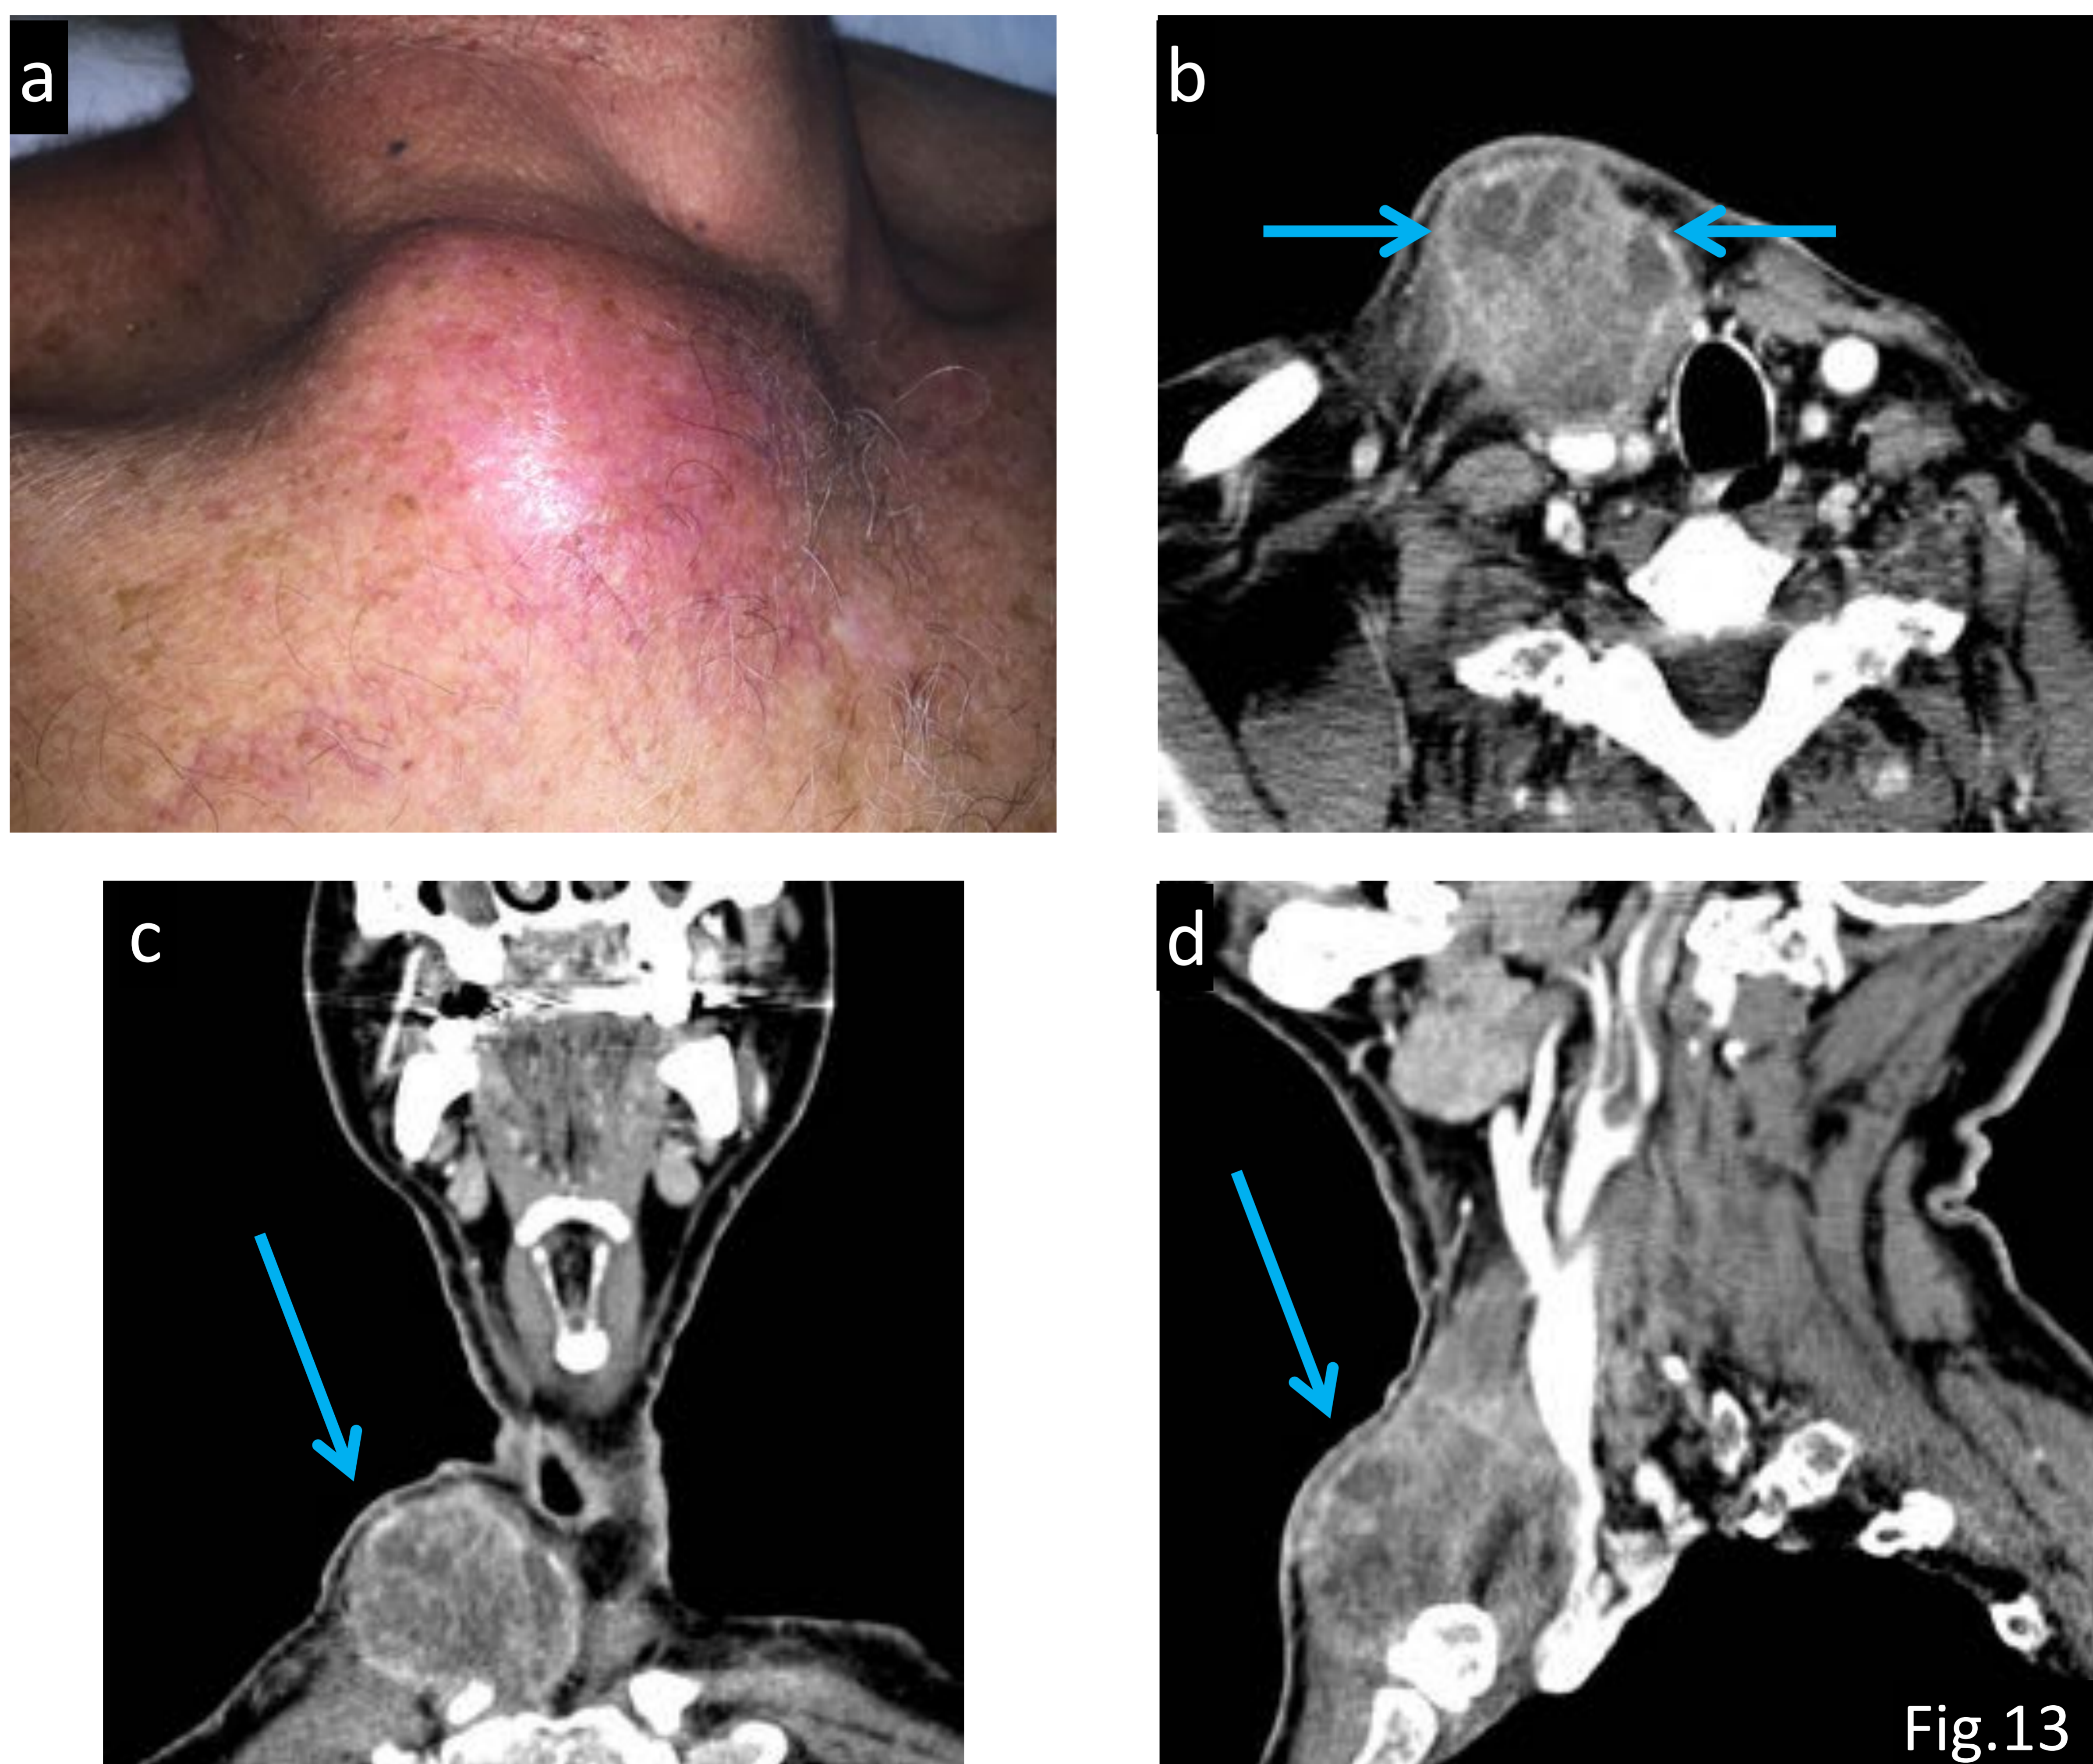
Varón de 57 años con masa supraclavicular no dolorosa que se visualiza en la imagen del paciente (a). b) TC axial con CIV, c) TC coronal con CIV y d) TC sagital con CIV: se visualiza una masa heterogénea con área central hipodensa en el tercio distal del músculo ECM (flecha) .
